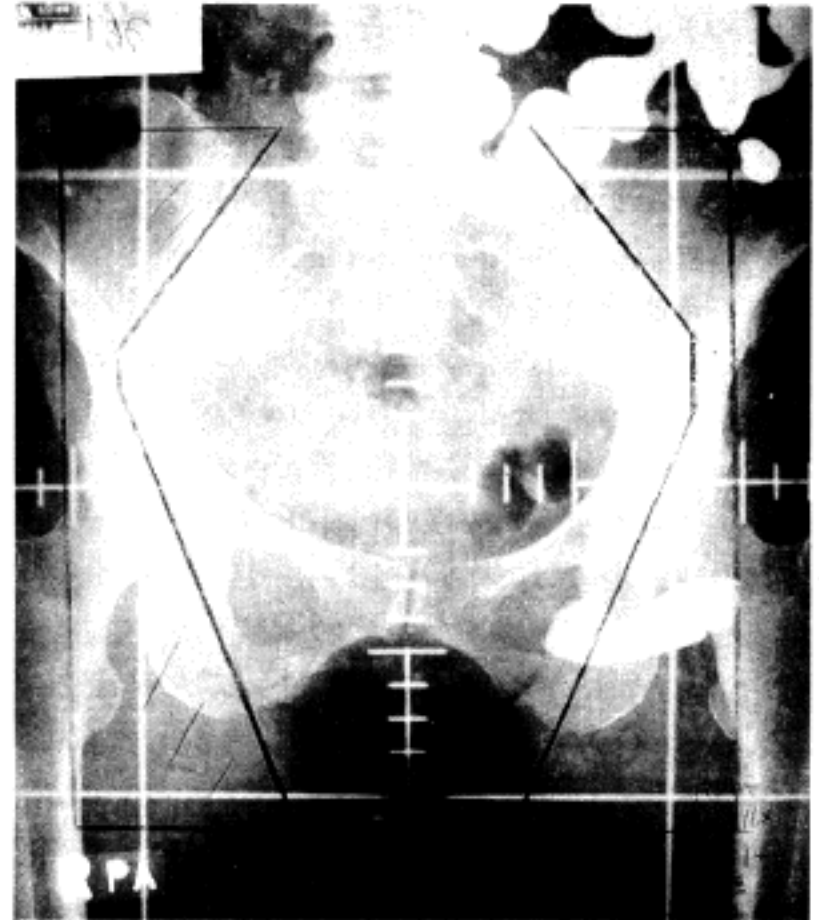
Small bowel roentgenogram shows the descent of a segment of small bowel within the irradiation field.
